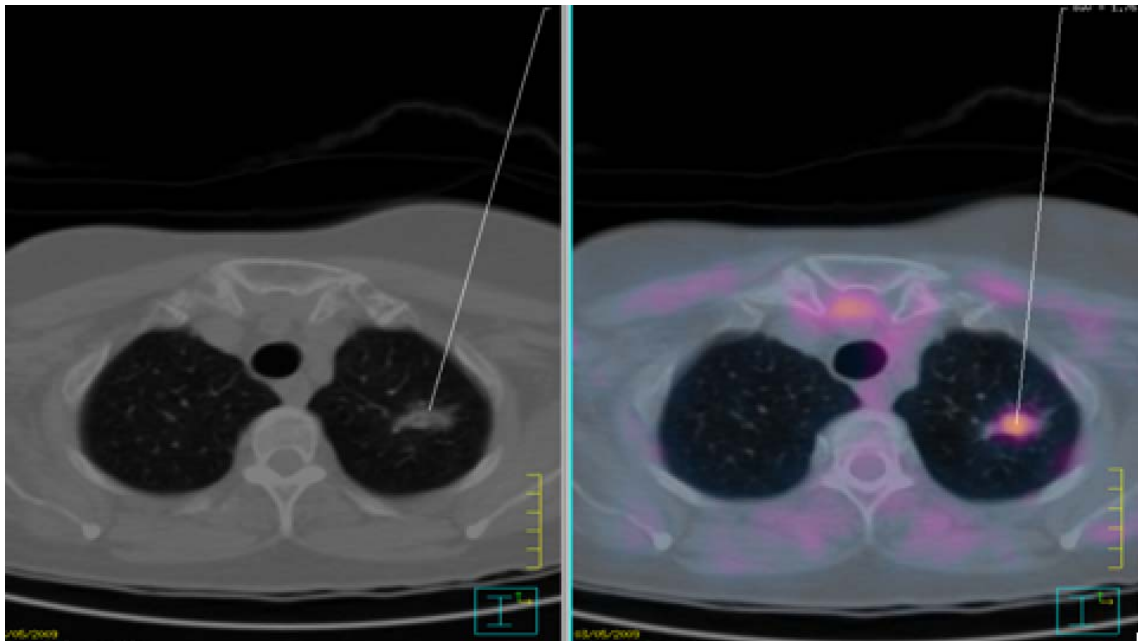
^{18}F -FDG uptake in apical left lung lesion was detected in a woman with LF.
